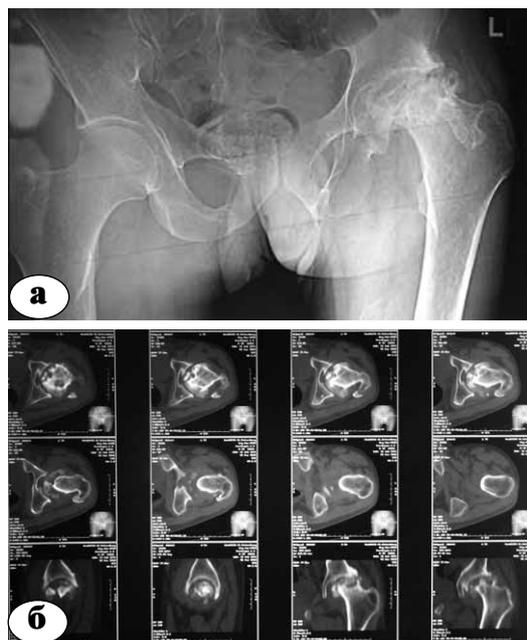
Тип 1 последствий переломов вертлужной впадины: а – обзорная рентгенограмма; б – горизонтальные и фронтальные срезы КТ
